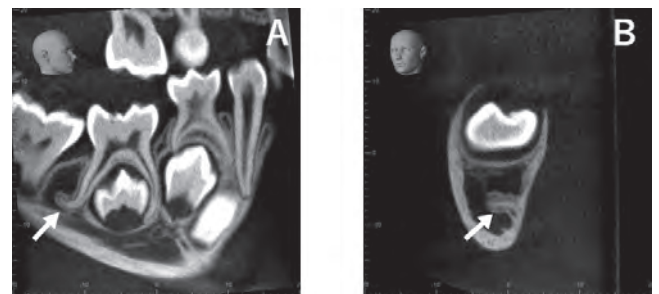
下顎右側第二乳臼歯の歯科用CT画像(5歳10か月)
